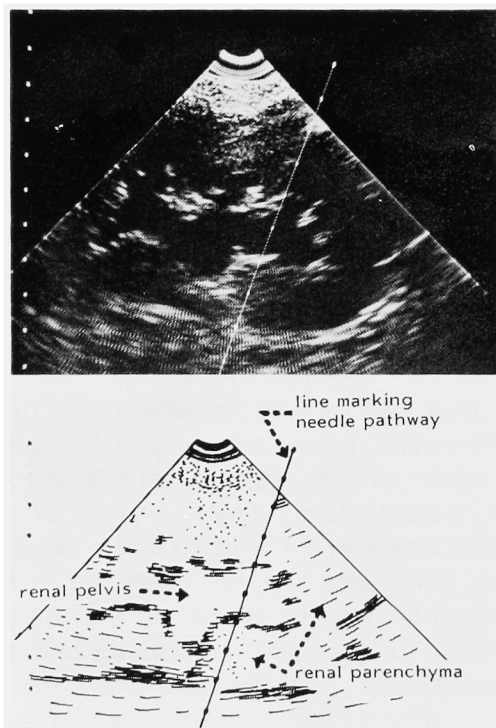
Ultrasonogram and its traced figure showing a line marking needle pathway into a desirable position before puncture
